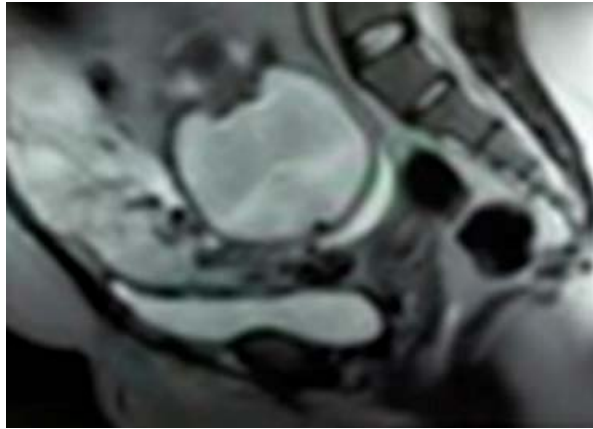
Resonancia magnética nuclear que impresiona invasión de músculos rectos abdominales.
